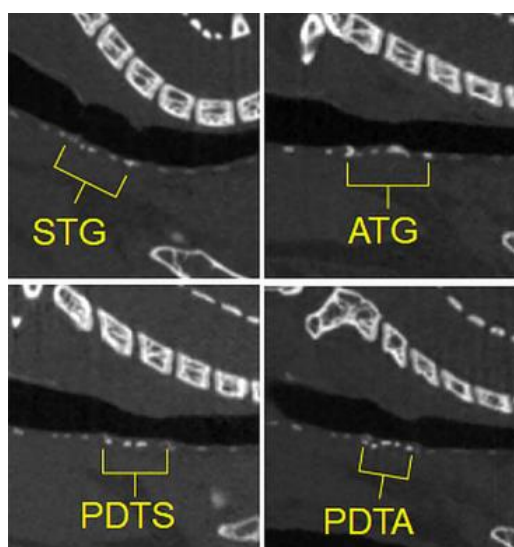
Tomografia micro-computerizzata che dimostra la pervietà dell'innesto
